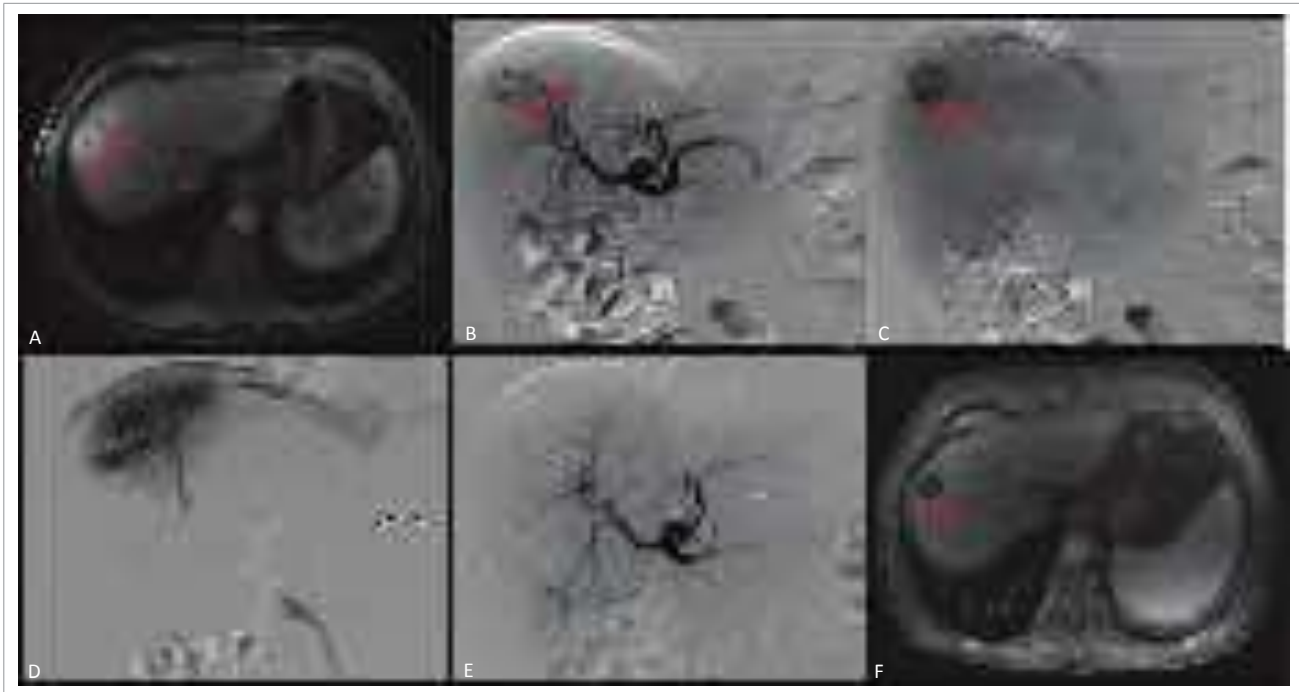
Drenagem percutânea trans-hepática. (A) Ressonância Magnética de abdome: lesões hipervasculares na fase arterial no segmento VIII. (B) e (C) Angiografia hepática com lesões hipervasculares na fase arterial e parenquimatosa, respectivamente. (D) Cateterismo superseletivo do ramo arterial responsável pela formação das lesões hipervasculares para quimioembolização. (E) Angiografia hepática de controle pós-quimioembolização evidenciando ausência das lesões hipervasculares. (F) Ressonância magnética de abdome de controle pós-quimioembolização: necrose completa da lesão do segmento VIII.
